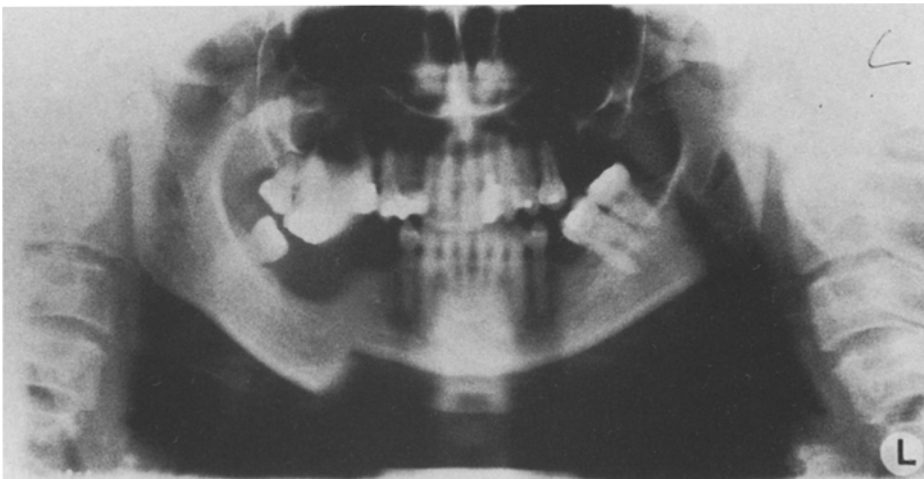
Orthopantomographische Aufnahme einer Versuchsperson mit simulierter Stufenbildung in der rechten Unterkieferhälfte durch ruckartige Beugung des Kopfes während der Aufnahme
